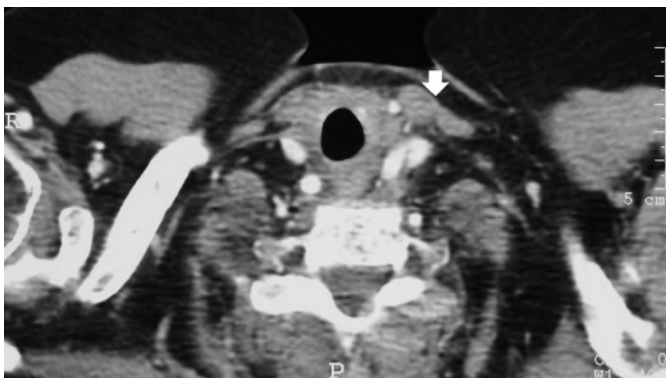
TC del collo che evidenzia (freccia) in sede sovraclavare sinistra un linfonodo parzialmente colliquato, con dimensioni di circa 2 cm, comprimente la retrostante vena giugulare.
